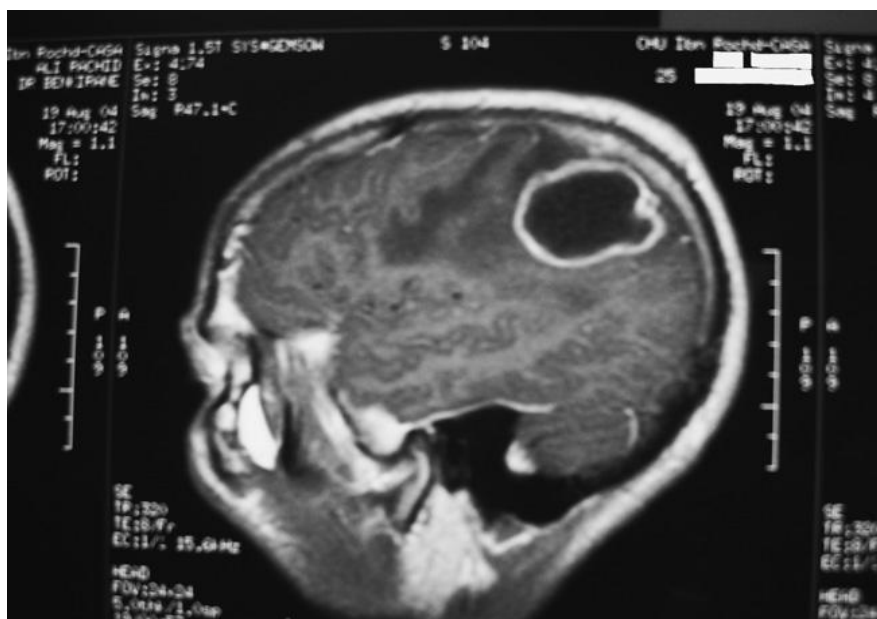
IRM cérébrale en T1 avec gadolinium montrant un abcès pariétal droit [64].
